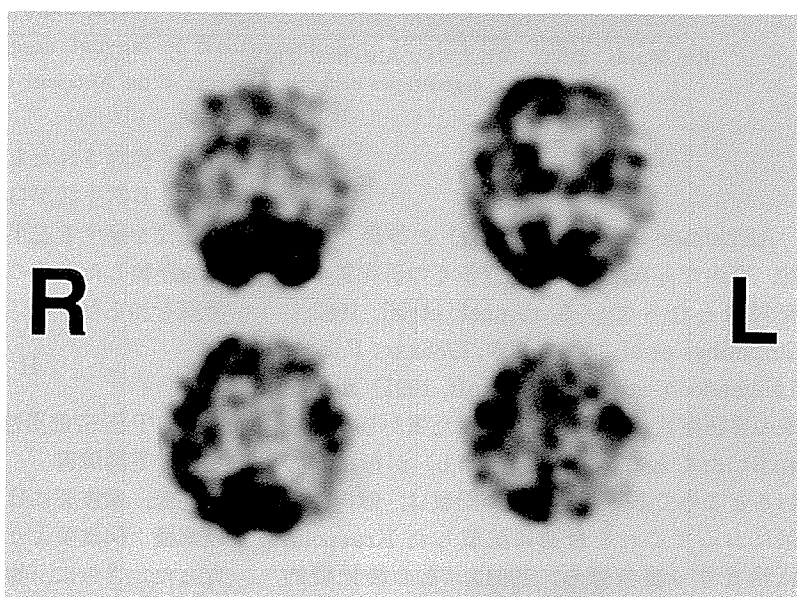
I¹²³ IMP-SPECT 画像，1993年11月撮影
